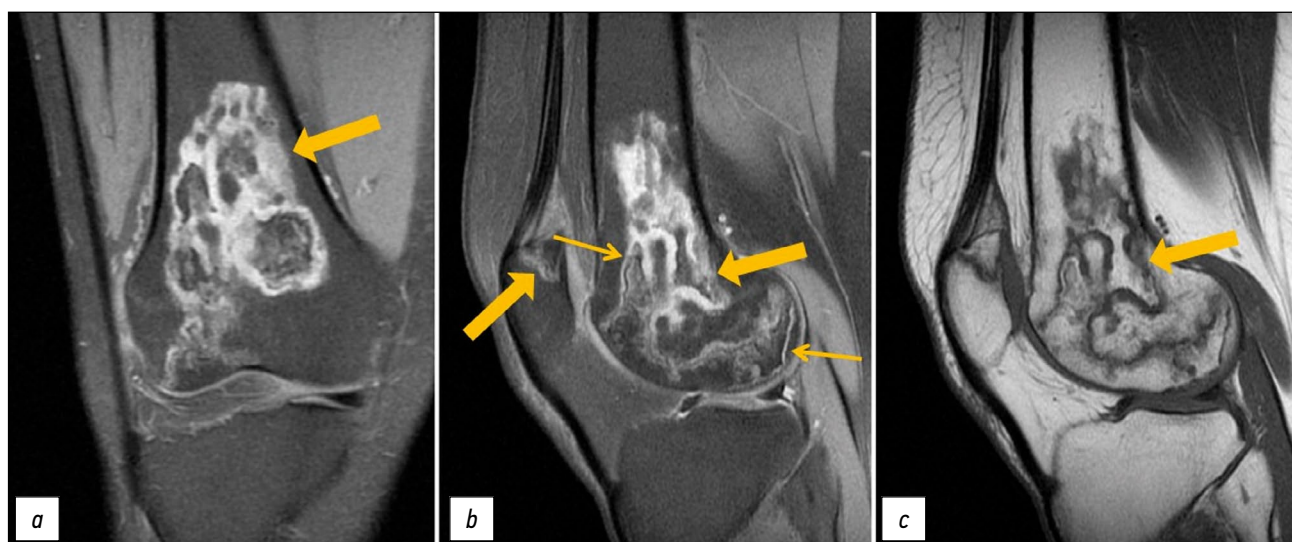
Повторная магнитно-резонансная томография правого коленного сустава: PD-ВИ с подавлением сигнала от жировой ткани в коронарной (а) и сагиттальной плоскостях (b), T1-ВИ в сагиттальной плоскости (c). Толстые стрелки указывают на зоны отёка костного мозга в виде неоднородного, неправильной формы («географической») МР-сигнала мыщелков бедренной кости, надколенника; тонкие стрелки — на симптом «двойной линии» в виде внутренней гиперинтенсивной (грануляционная ткань) и внешней гипоинтенсивной (остеосклероз) линий на PD-ВИ.
